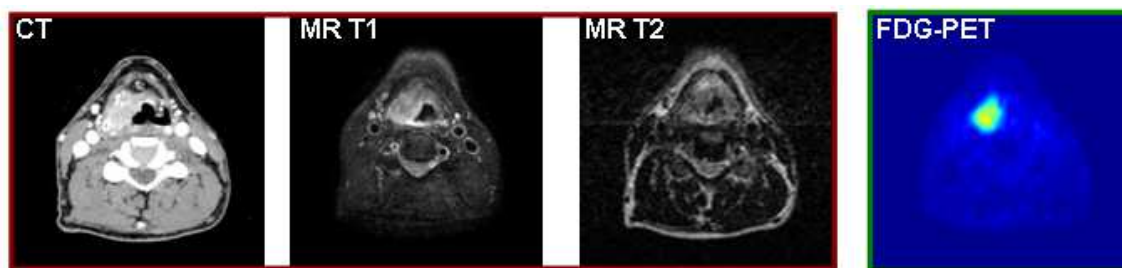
Vista axial da cabeça e do pescoço em diversas modalidades, da esquerda para a direita: tomografia computadorizada, ressonância magnética com ponderação T1, ressonância magnética com ponderação T2 e tomografia por emissão de pósitrons.
